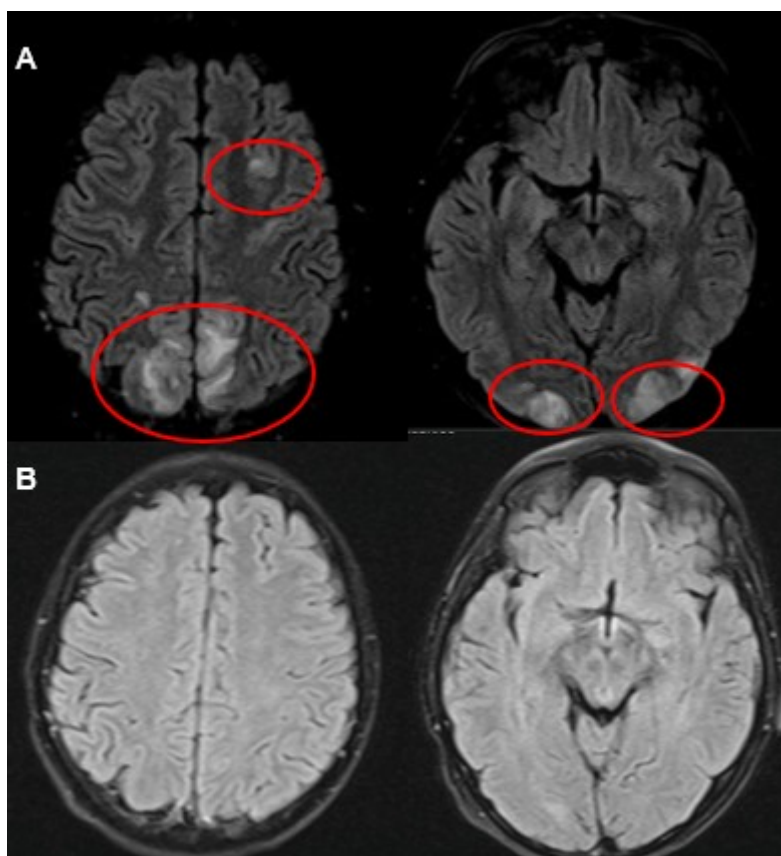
Resonancia Magnética de encéfalo. Secuencia FLAIR.
